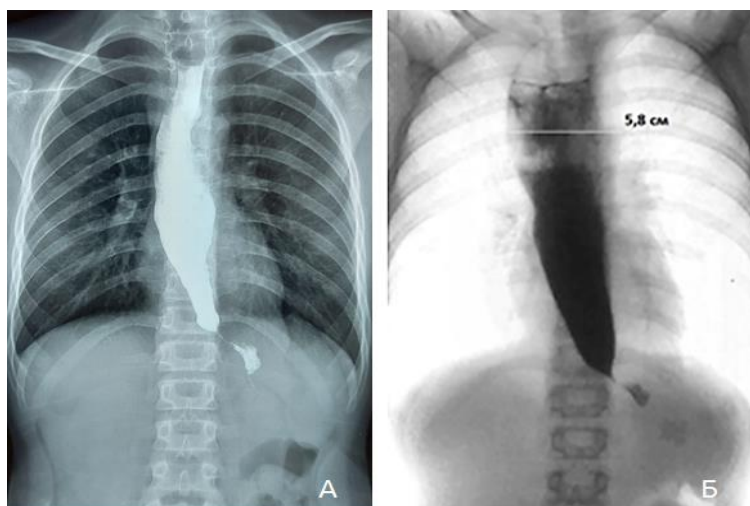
Рентгенограммы пищевода у ребенка 16 лет с АК 2-й стадии. До кардиодилатации (А) и через 6 месяцев (Б) после выписки из стационара
